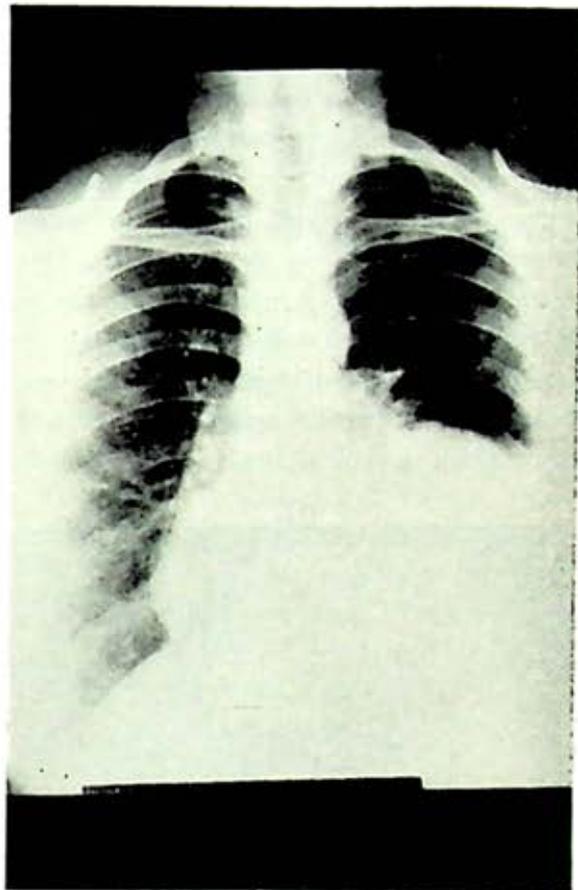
Telerradiografía de tórax, postero-anterior, de paciente de 48 años de edad. Se observa condensación pleural basal izquierda. Llama la atención, la opacidad redondeada de límites precisos, heterogénea por calcificación irregular en su interior.
